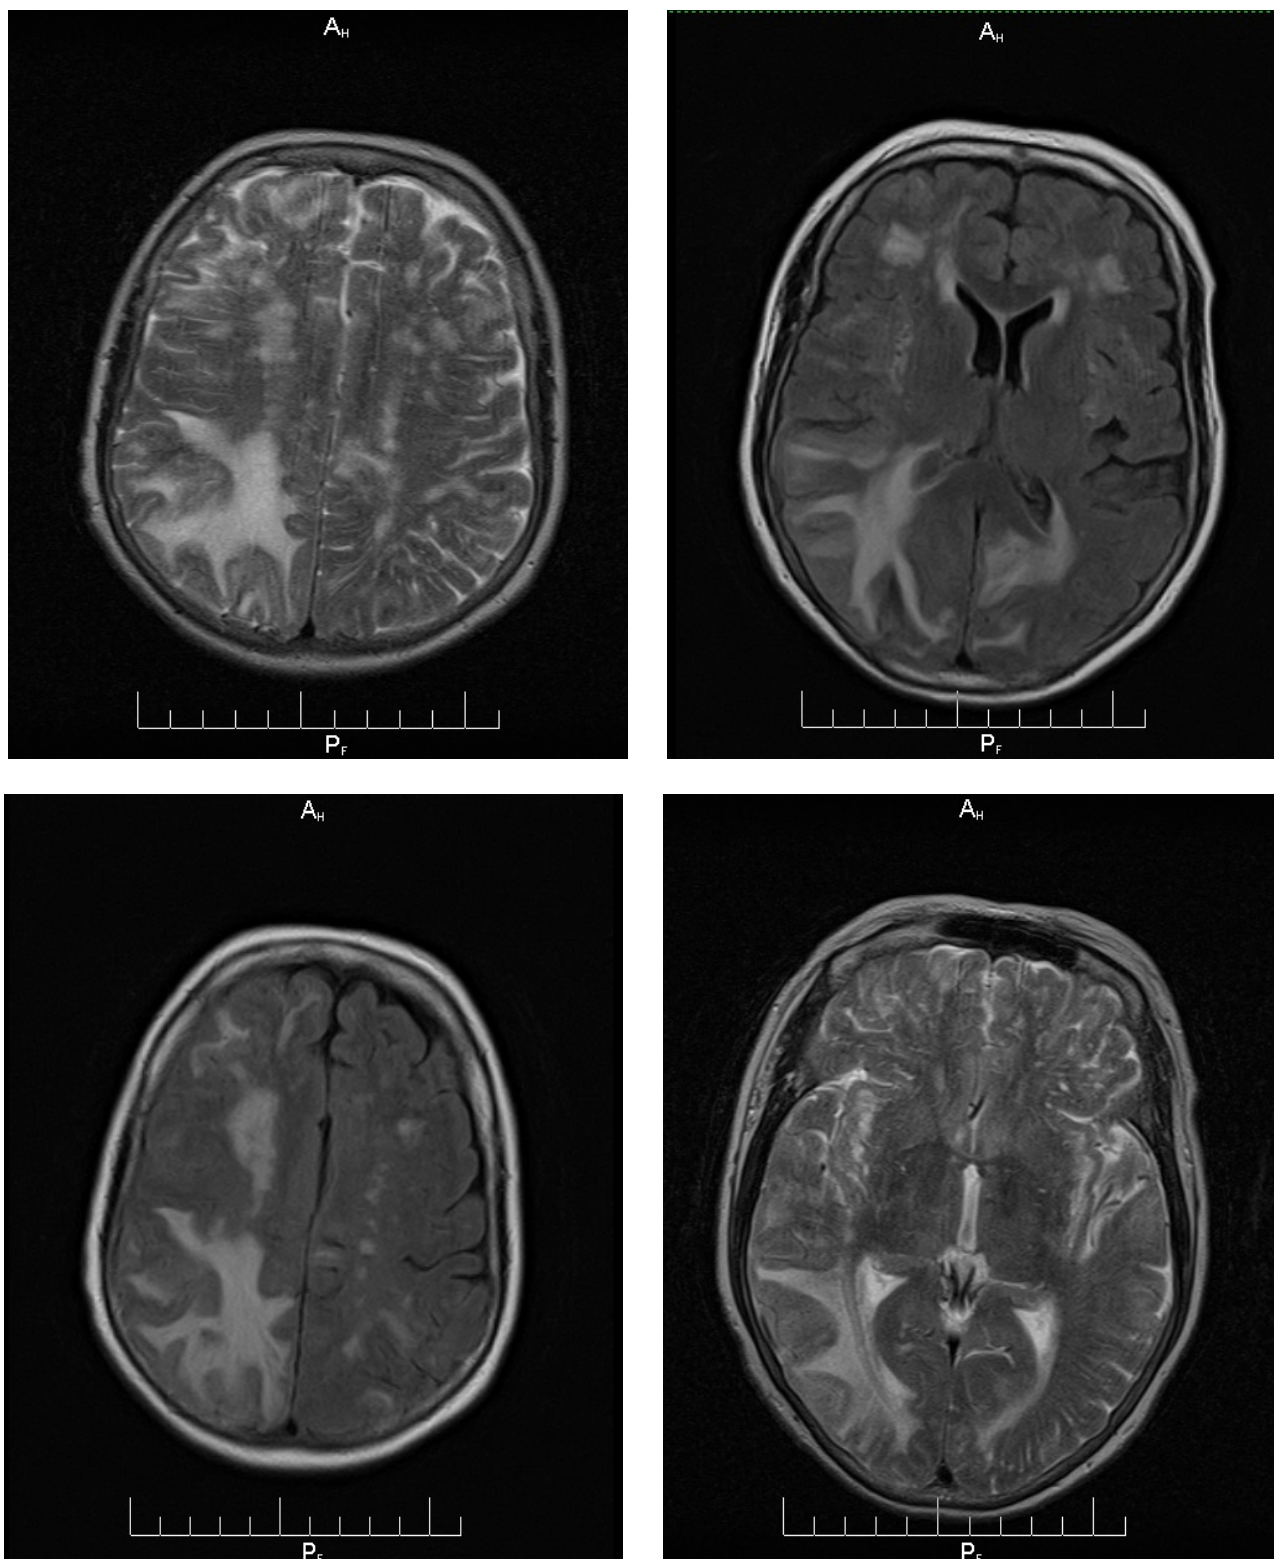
Магнитно-резонансные томограммы пациентки Ф. T2-взвешенное изображение. Аксиальная проекция
